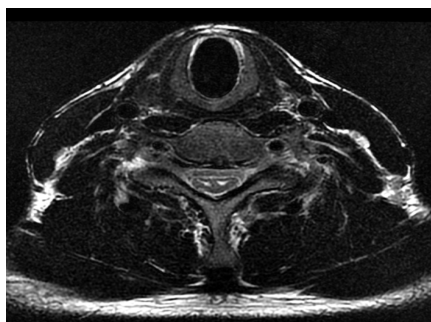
МРТ шейного отдела позвоночника. В аксиальных срезах В Т2 режиме визуализируется, так называемый, синдром «змеиного глаза» на уровне С5-С6 позвонков
